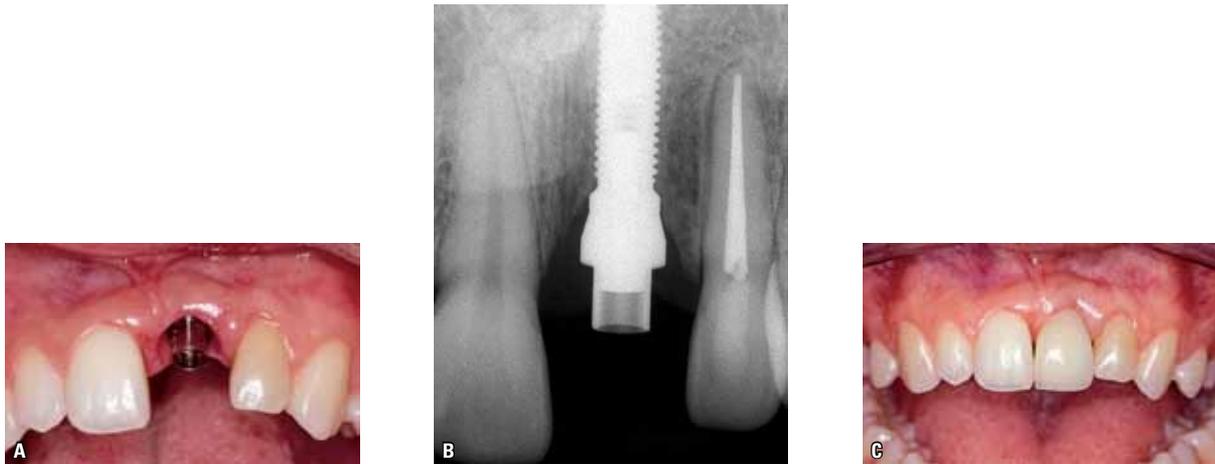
Implante instalado na região do dente 21 avulsionado durante acidente. Em A, observa-se o pilar protético instalado sobre implante. Em B, a radiografia periapical mostra a correta adaptação do pilar sobre o implante: destaca-se a altura e forma do tecido ósseo ao redor do implante. C) Coroa protética cimentada sobre o pilar protético.
